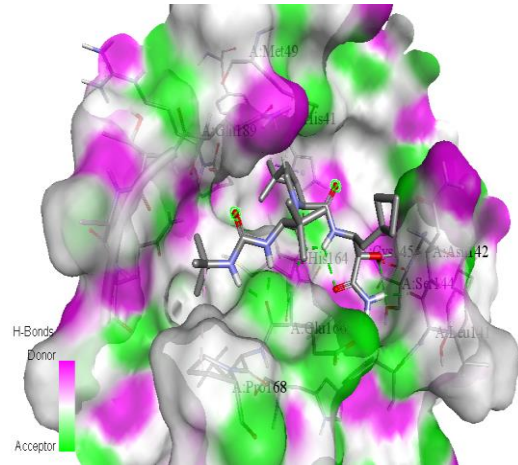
6. 7C6S Kodlu PDB X-ray makale verilerine göre, Sars Cov 2 M pro Aktif bölge S1, S2, S3 ve S4 pozisyonları içindeki Boseprevir'in görüntüsü [61].
